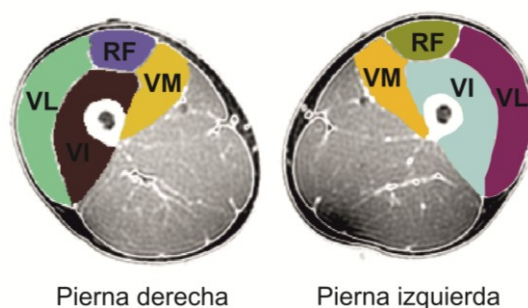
Muestra representativa de los cortes transversales de ambas piernas a nivel de la mitad del muslo obtenidos mediante resonancia magnética nuclear (RMN), marcando el contorno de los cuatro músculos que conforman el cuádriceps; vasto lateral (VL), vasto intermedio (VI), vasto medial (VM) y recto femoral (RF).
